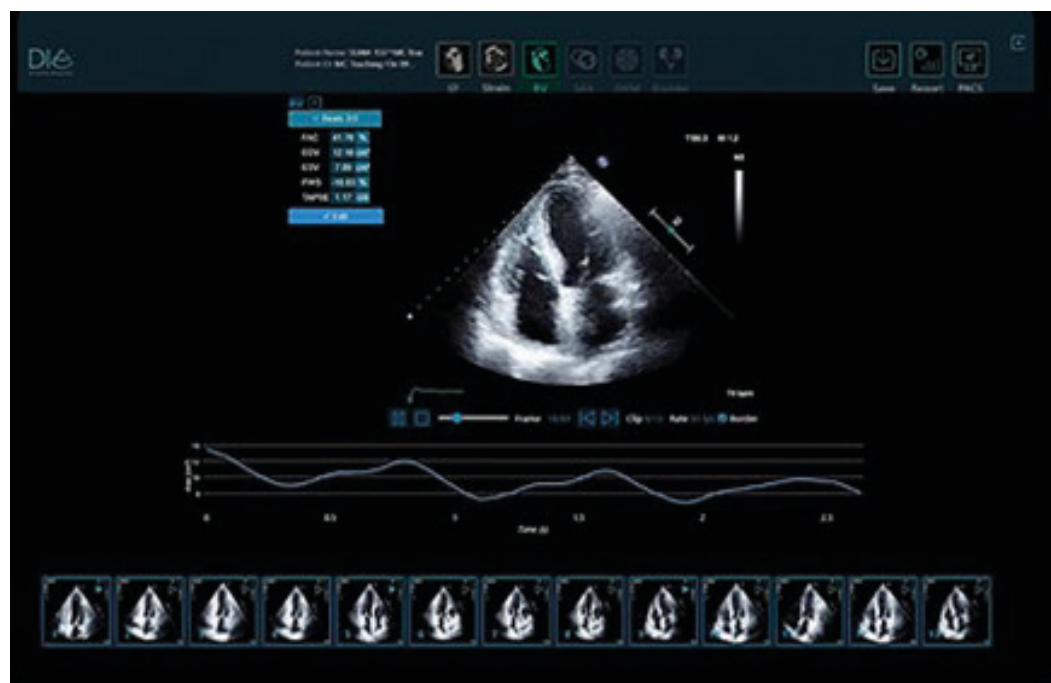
A representation of an echocardiography software to analyze and automatically evaluate ejection fraction (DiA imaging Analysis Ltd. <https://www.dia-analysis.com/livivory>).
